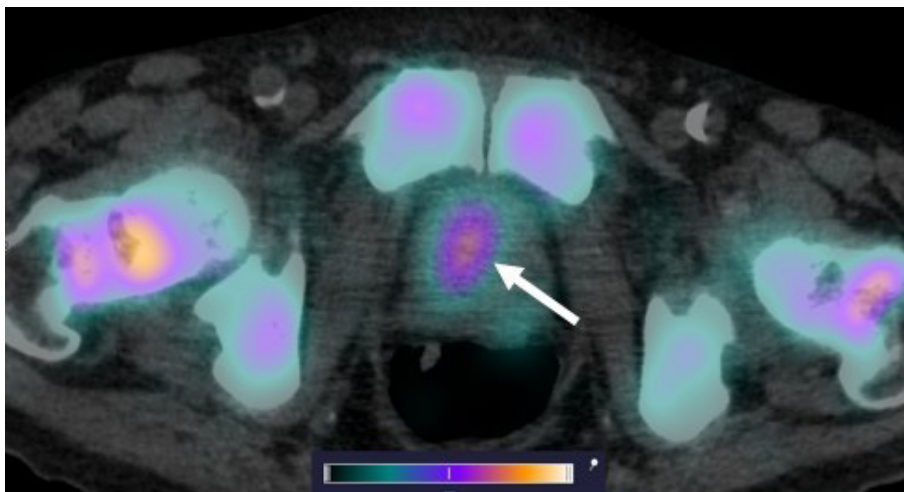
ОФЭКТ/КТ изображение больного раком предстательной железы через 2 ч. после инъекции [<sup>99m</sup>Tc]Tc-HYNIC-PSMA. На ОФЭКТ-КТ-изображении стрелкой отмечено накопление РФЛП в предстательной железе (SUV<sub>max</sub> 10,68). В костных структурах на уровне сканирования также визуализируется накопление РФЛП
